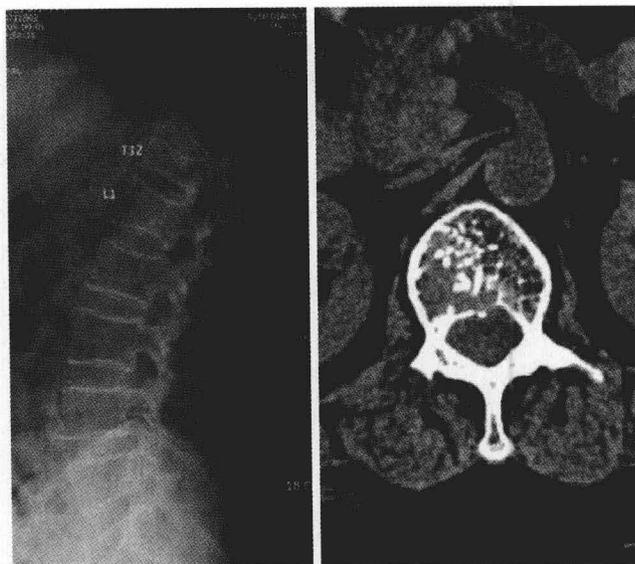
椎体血管瘤的 MRI 影像。T2 矢状位图像 (左)、T1 矢状位图像 (中) 与 T2 轴向影像 (右) 可见病灶呈高信号 (注: 原著仅有两幅图)。
